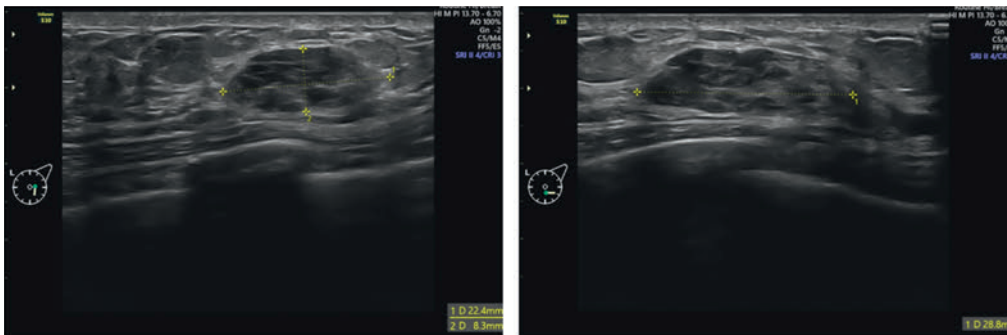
Sonographisches Bild des Myofibroblastoms links
